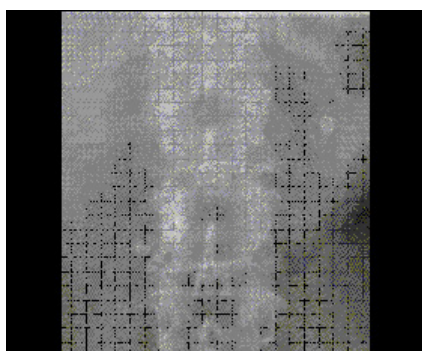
Radiografie abdominală pe gol. Calcificări pancreatice.
